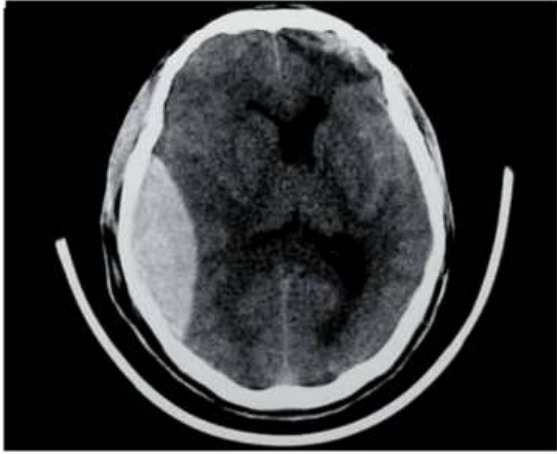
Tomografía computarizada del encéfalo que muestra imagen hiperdensa biconvexa del hemisferio derecho compatible con hematoma epidural agudo.
